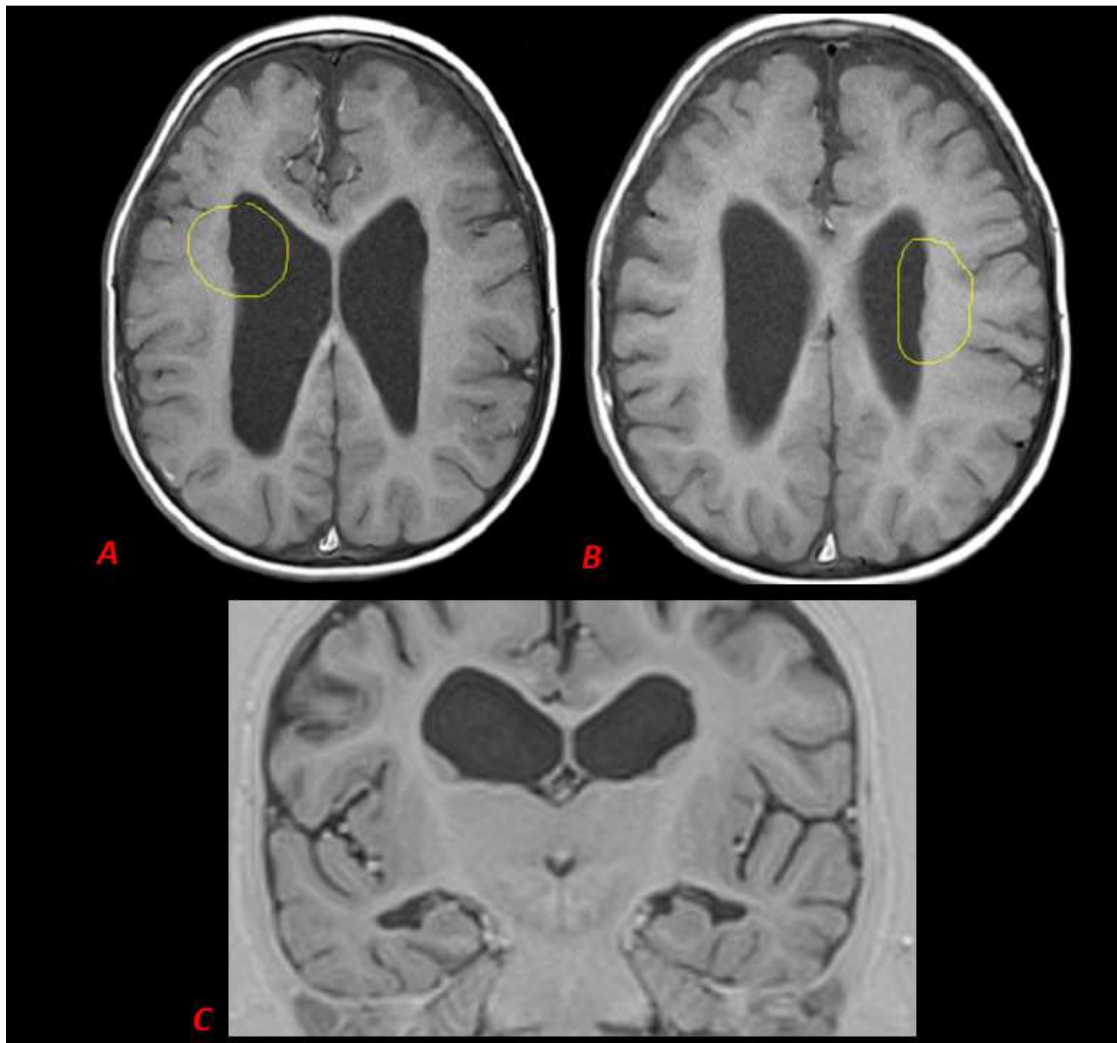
paciente de 4 años con diagnóstico de epilepsia, figuras A y B imágenes de RM en secuencia T1 planos axiales en donde se observa pequeñas lesiones nodulares subependimarias (delineado amarillo) que corresponden con sustancia gris heterotópica, además de encontrarse con atrofia hipocampal bilateral imagen C obsérvese la dilatación de las astas temporales de los ventrículos laterales, lo anterior como ejemplo de Patología Dual.
